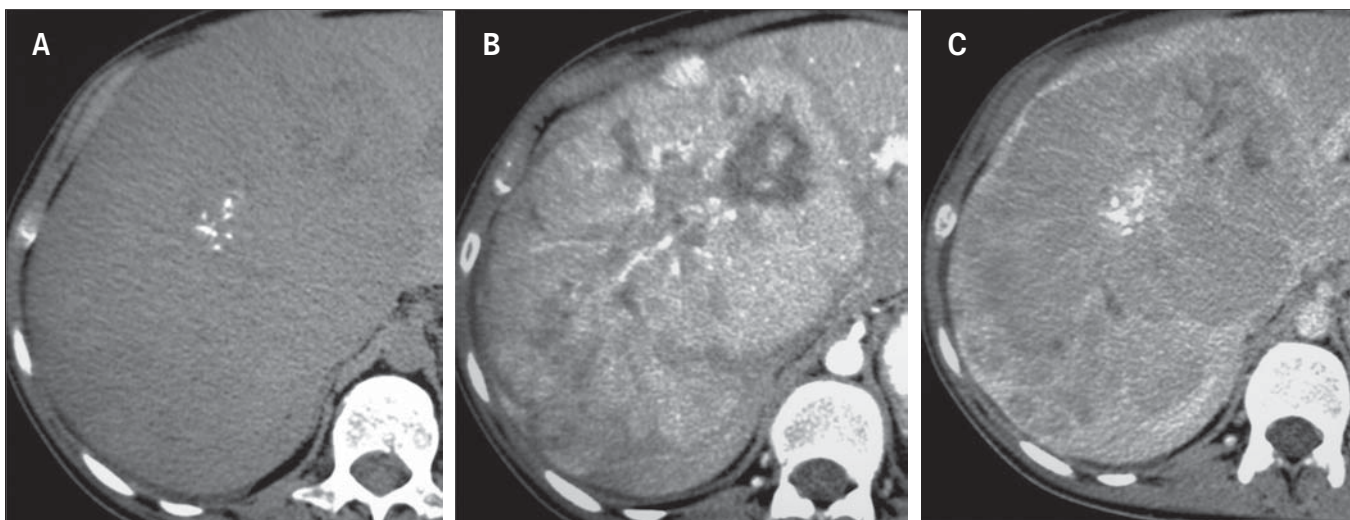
Mulher, 23 anos, sem hepatopatia, com marcadores tumorais negativos e carcinoma hepatocelular fibrolamelar. A TC sem contraste (A) e as fases arterial (B) e de equilíbrio (C) mostram volumosa massa no lobo hepático direito, discretamente hipodensa, com calcificações puntiformes centrais e apresentando realce hipervascular heterogêneo, com aspecto progressivo na sua região central e com áreas de necrose de permeio.
